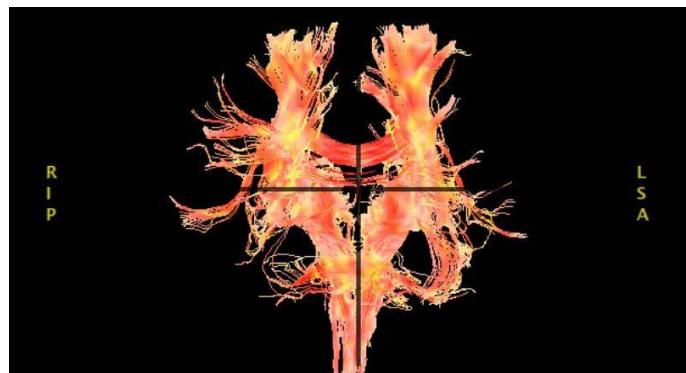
Cranial MRI in 2024
